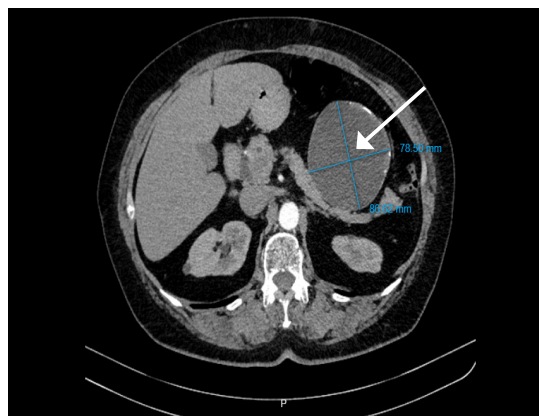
Corte axial de tomografía computarizada contrastada de abdomen (plano transverso). Se señala la lesión hipodensa de aspecto quístico de 86.6 mm x 78.5 mm
